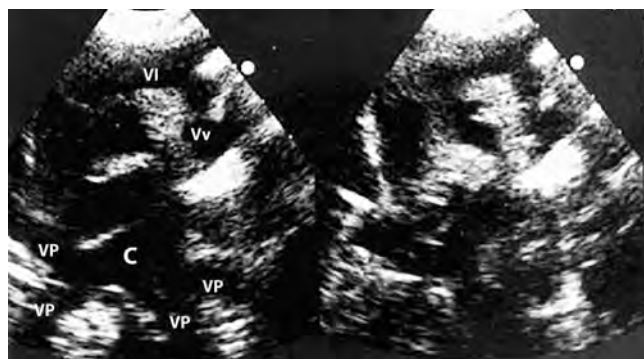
Ecocardiograma bidimensional en proyección supraesternal que muestra la unión de las venas pulmonares (VP) que confluyen en el colector (C), el cual se continúa con la vena vertical (Vv), conectada a la vena innominada (VI) que drena en la vena cava superior, la cual está dilatada.
